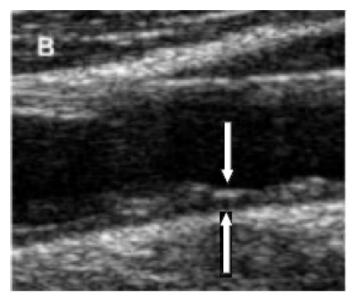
Imagen de ultrasonido de la arteria carótida, las flechas son los cursores que permiten realizar la medida de distancia entre ellas. (Tomada de Sono Site, Bothell, WA, USA)[105].
